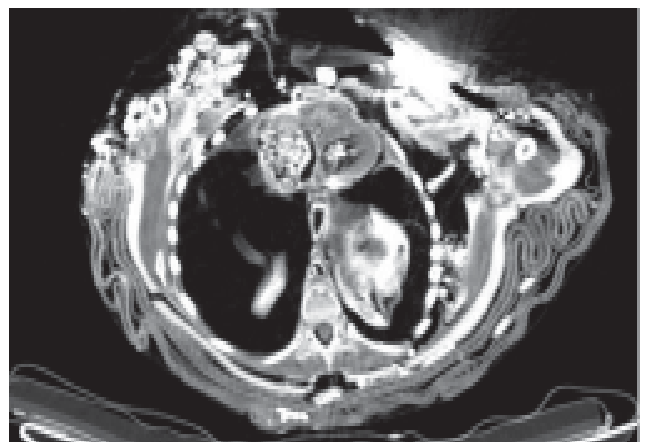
TC axial de la parte inferior del tórax de La Niña del Rayo. Defecto en las paredes anterior y lateral izquierda producido por la caída de un rayo en algún momento de su enterratorio. Se observa con nitidez los ventrículos derecho e izquierdo del corazón.
